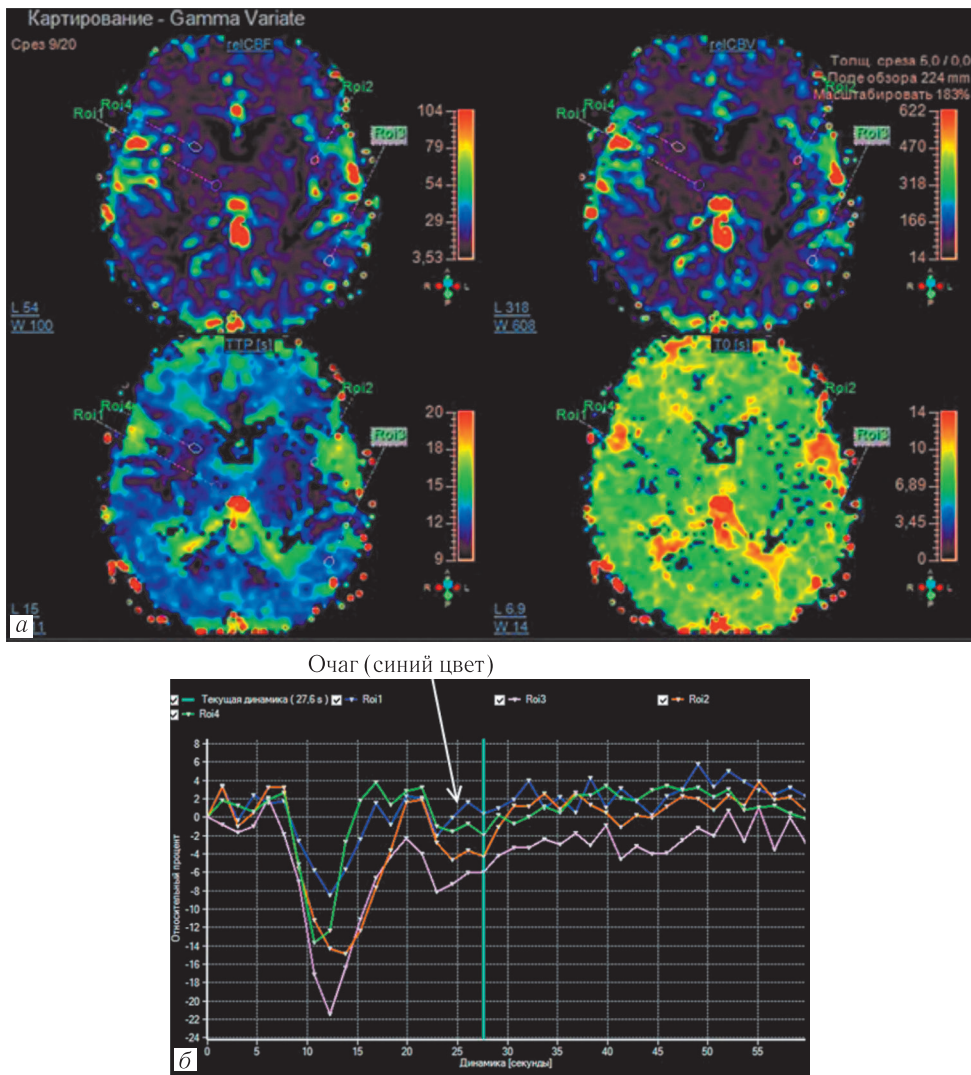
Контрастная магнитно-резонансная перфузия. Снижение перфузии в очаге в правом таламусе по сравнению с другими неизменными участками головного мозга
